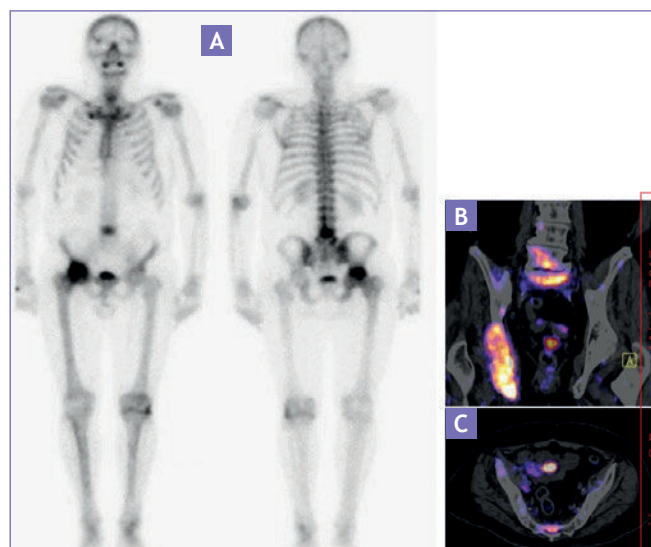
Gammagrama óseo de cuerpo completo en dos proyecciones, donde se observa un aumento focal de la captación anormal a nivel del acetábulo derecho y de L4 (A). Se complementa con la técnica de SPECT/CT para una mejor caracterización (B y C).
